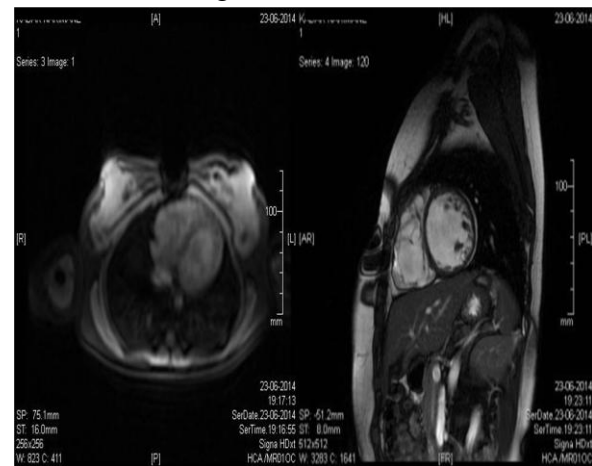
Dilatation du VD avec zones de fibrose à l'IRM.
